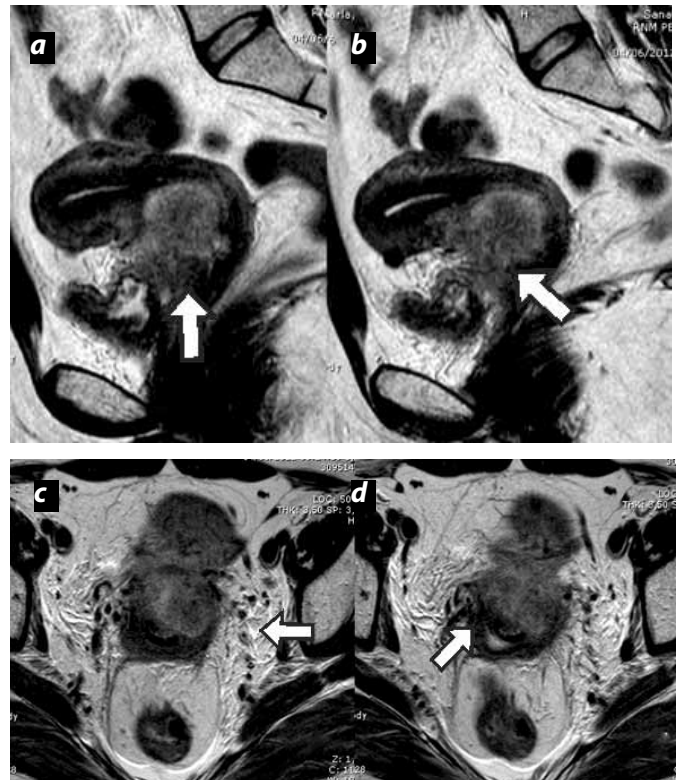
Paciente anterior (figura 8), con antecedente de CCU estadio IIIA, quien recibió tratamiento con quimioterapia y radioterapia. RM de alta resolución, (a) y (b) cortes sagitales, y (c) y (d) cortes axiales, marcada reducción de la tumoración cervical (flechas).
